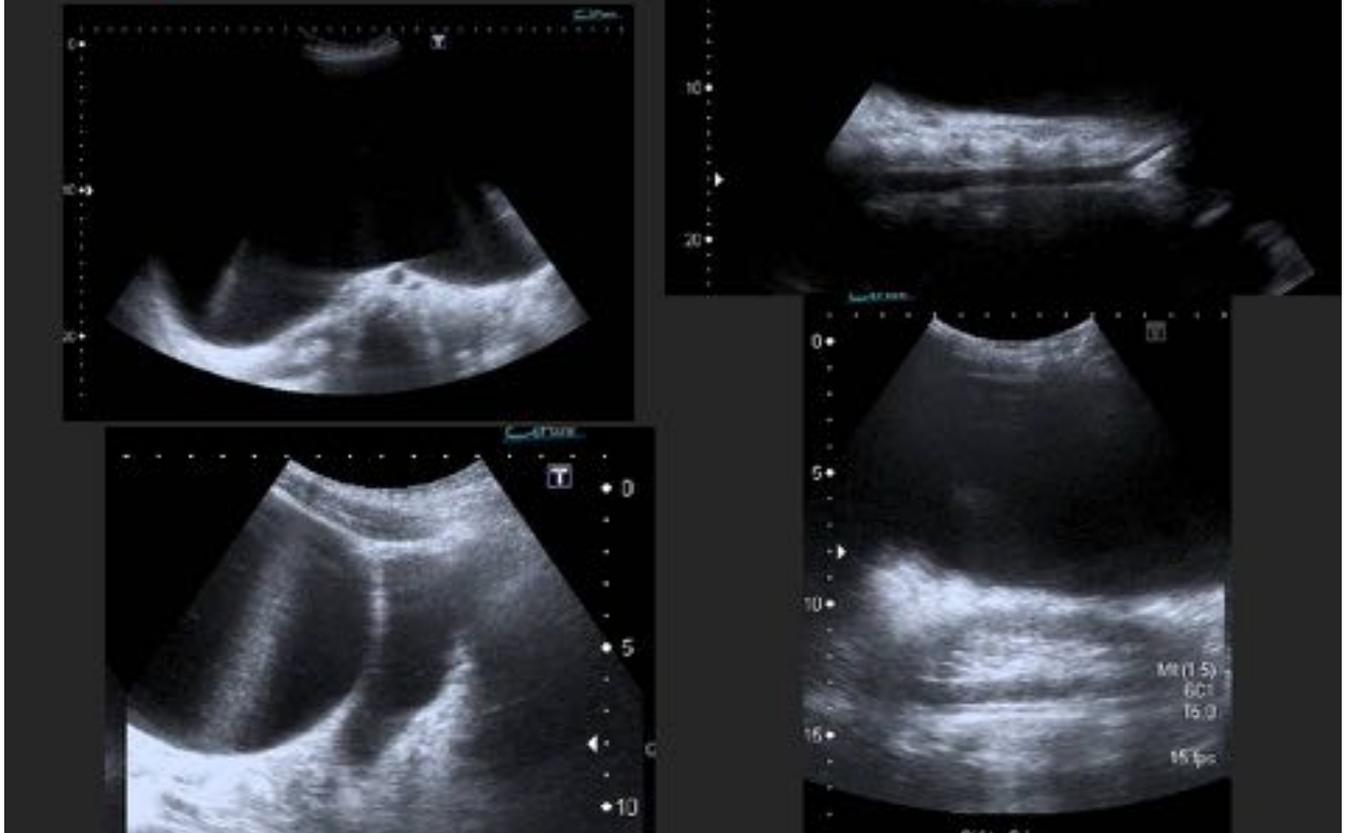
Caso 1: mujer de 26 años que acude a urgencias desde atención primaria por aumento del perímetro abdominal. Se realizó ecografía abdominal, donde se observaba una gran masa quística que ocupaba la totalidad del abdomen, sin evidenciar tabiques ni polos sólidos.
